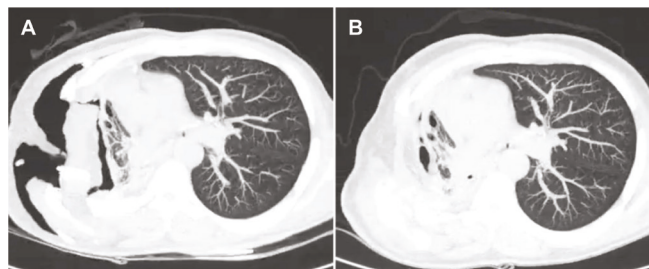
Comparação das imagens da tomografia computadorizada de tórax. A): imagem prévia à TPN, demonstrando cavidade torácica da pleurostomia à direita e parênquima pulmonar remanescente. B): imagem após o término do tratamento com TPN, evidenciando obliteração da cavidade da pleurostomia do lado direito e fechamento da fístula brônquica.
